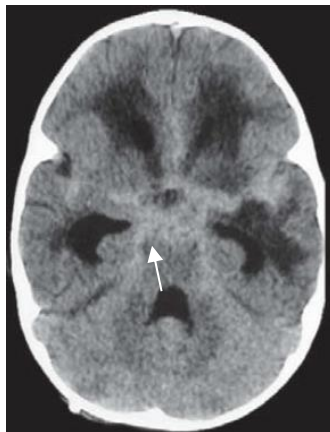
TC-CE com realce meníngeo basal (setas) na ausência de contraste endovenoso. Fonte: Andronikou et al., 2004
